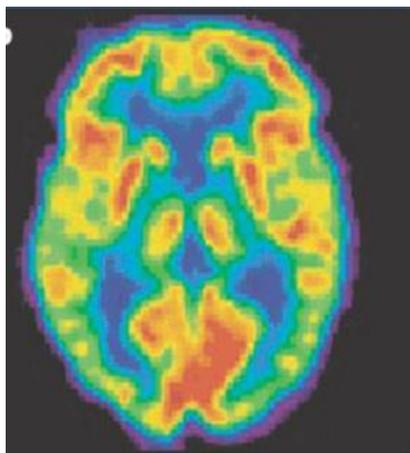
imagen obtenida con PET de un cerebro sano. Las zonas amarillas señalan las áreas de consumo de glucosa.
